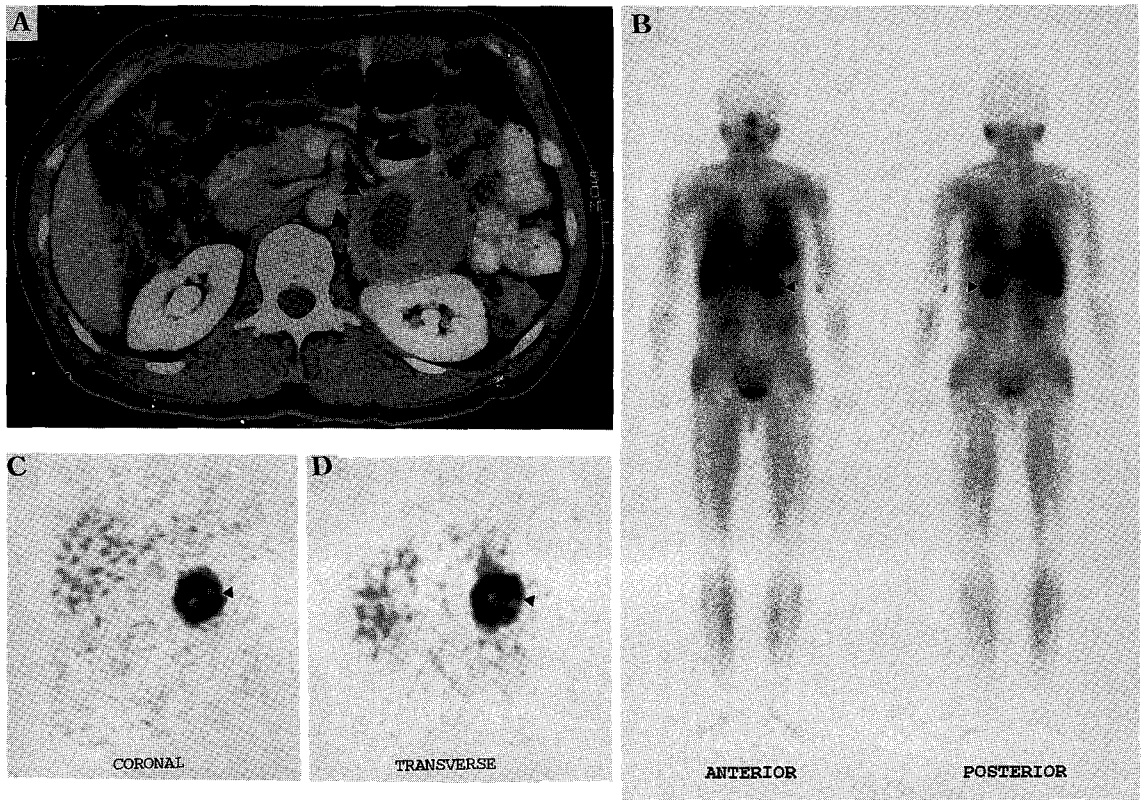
A case of 53-year-old woman with pheochromocytoma. (A) Abdominal CT shows left adrenal mass (about 5cm). (B) On I-123 MIBG 4hr planar image, there is a round increased uptake in left upper quadrant of abdomen. (C, D) 4hr SPECT coronal and transverse images show increased uptake in matching lesion on abdominal CT(True Positive).
